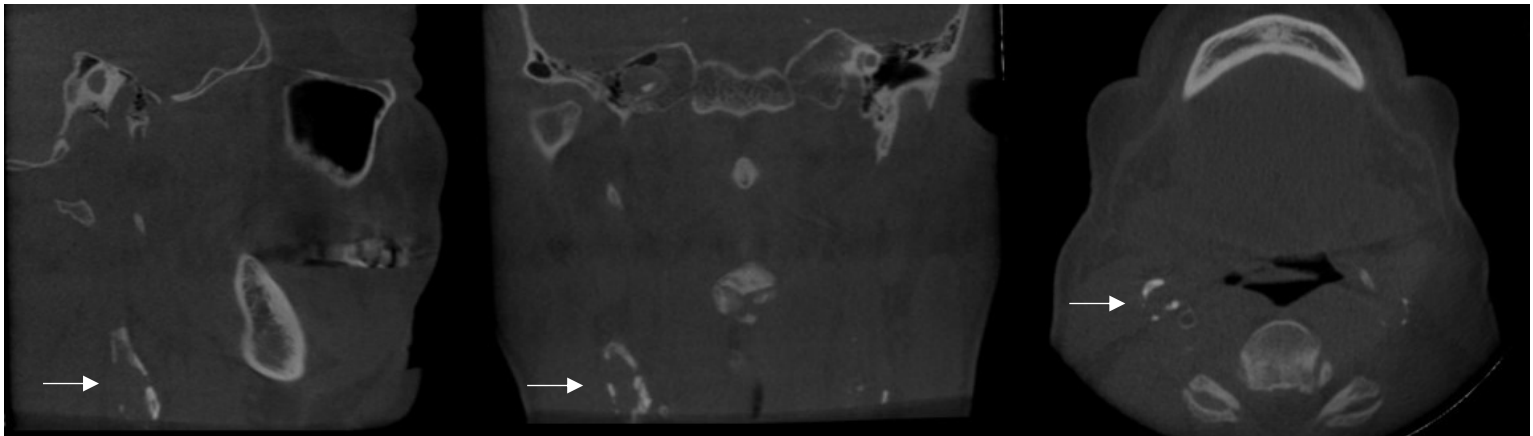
Tomografia computadorizada de feixe cônico exemplificando aterosclerose com reconstruções sagital, coronal e axial (da esquerda para a direita).
